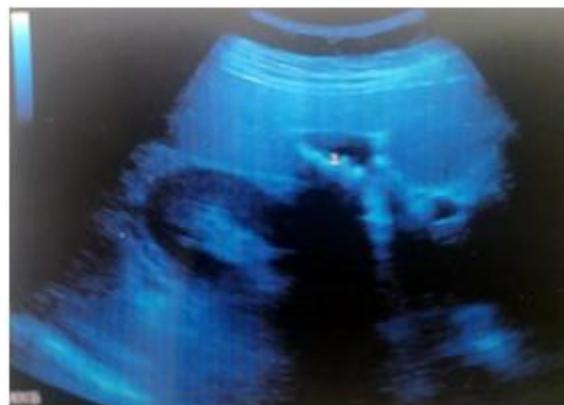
УЗИ желчного пузыря в В-режиме. ЖКБ
